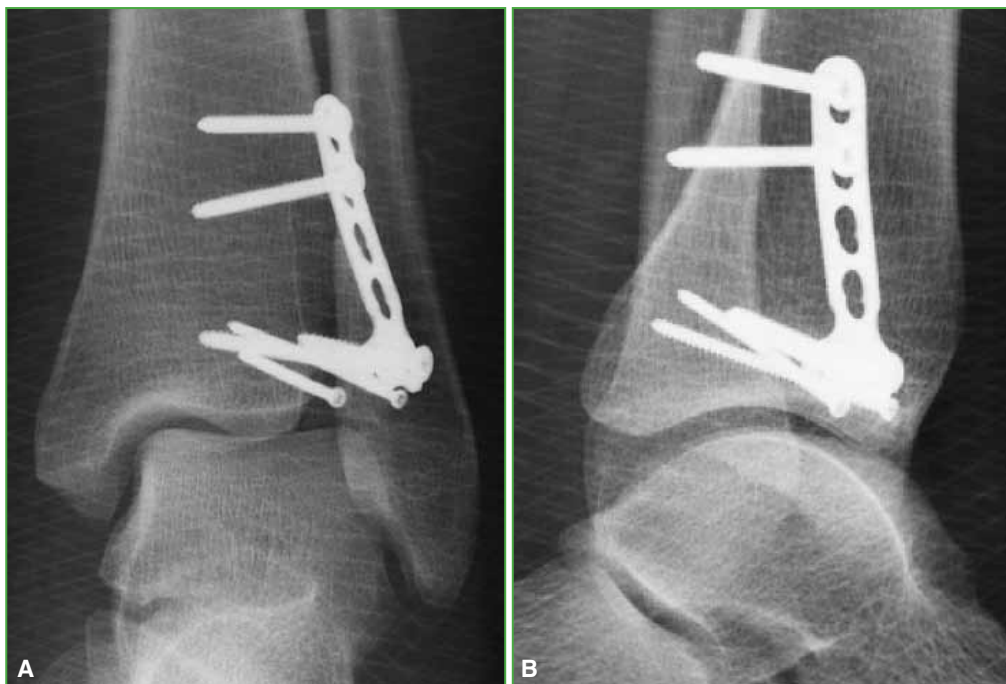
A. Radiografía de tobillo izquierdo, de frente, posoperatoria. No se detectan signos de desplazamiento secundario ni artrosis. B. Radiografía de tobillo izquierdo, de perfil, posoperatoria. No se observan signos de desplazamiento secundario ni artrosis.
